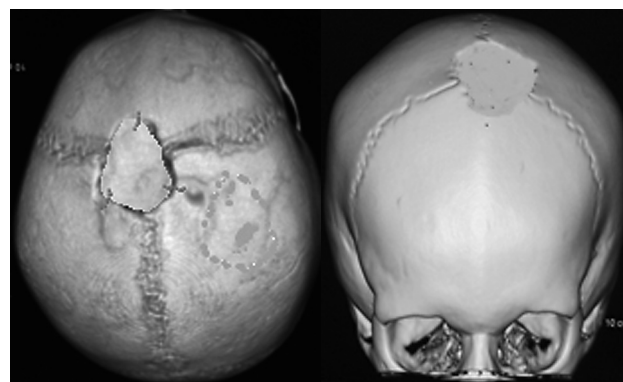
Head CT-scan after reconstructive operation (3D reconstruction)
